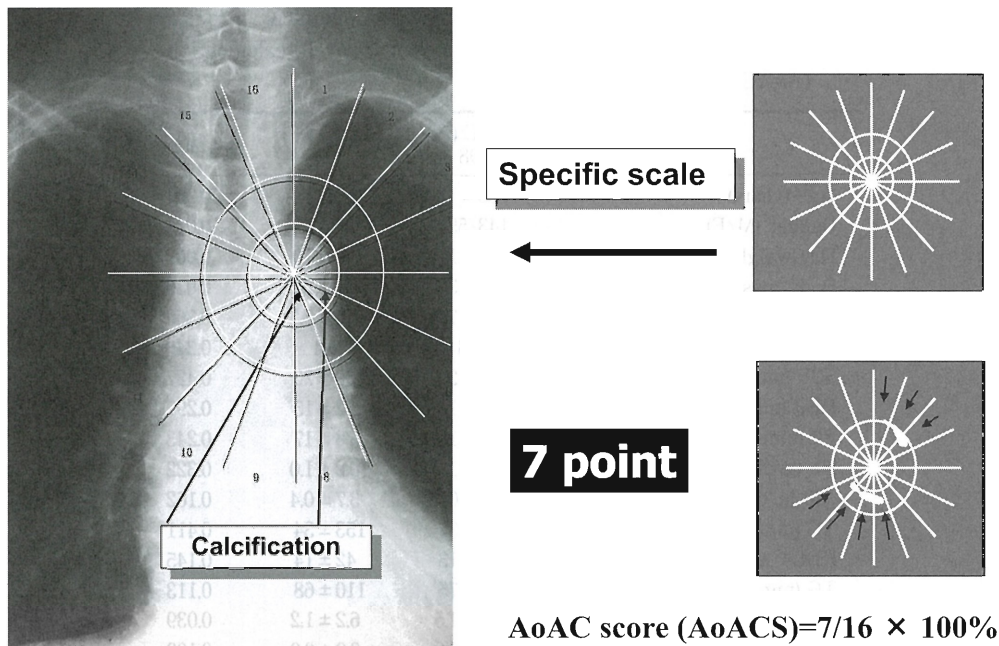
Measurement of the aortic arch calcification score (AoACS) by plain chest radiography
